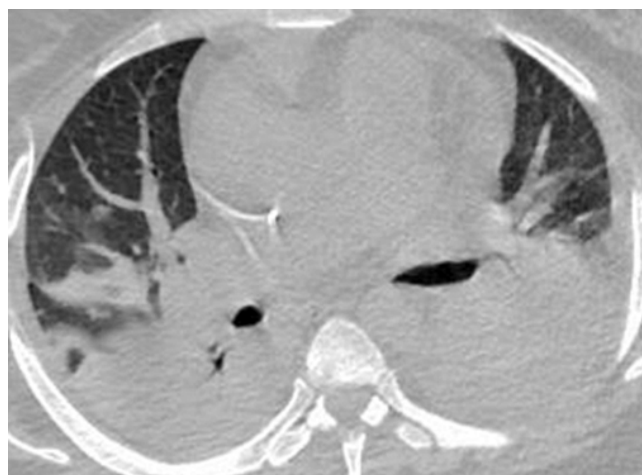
Мультисрезовая компьютерная томография органов грудной полости, отек легких, явления фиброза, гидроторакс
